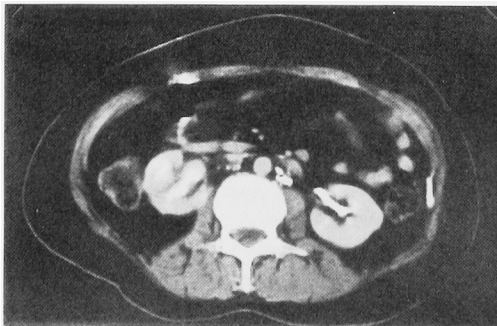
Abdominal CT scan showed moderate right hydronephrosis and trace of the inferior vena cava.
